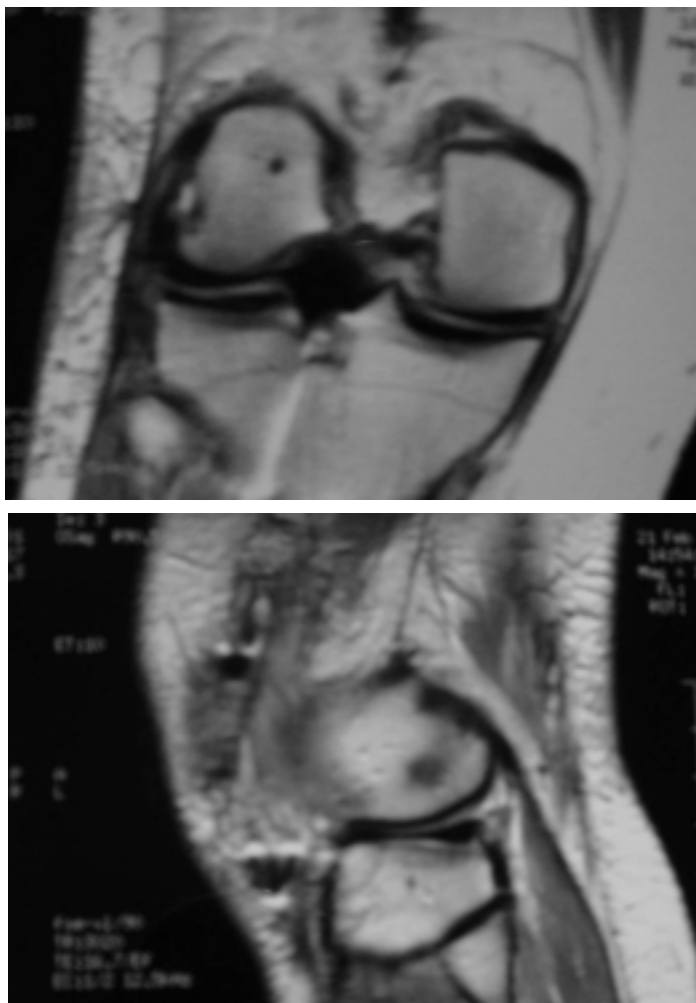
RM de trasplantament meniscal als sis mesos.
